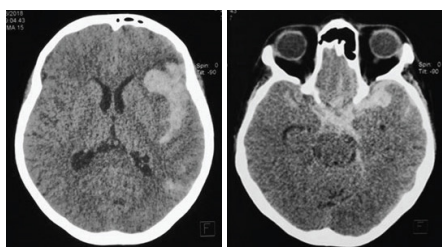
КТ-снимок головного мозга в осевой проекции при поступлении в приемное отделение
